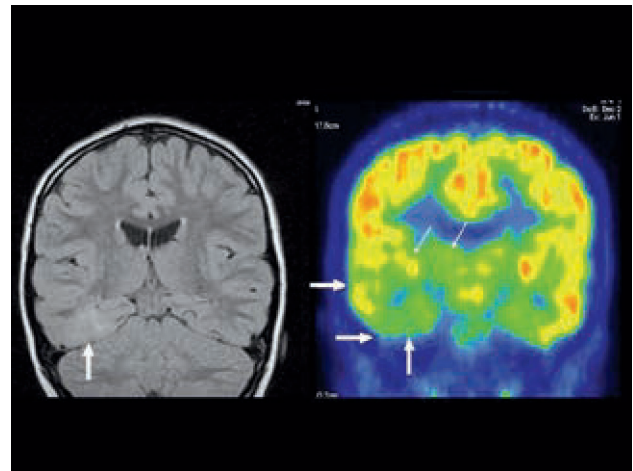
A la izquierda: RM secuencia FLAIR con alteración de la señal de la corteza en la base del lóbulo temporal derecho. A la derecha: PET F18-FDG en el mismo corte con hipometabolismo temporal mesial, basal y lateral, de mayor extensión que en la RM. También se observa menor contraste del tálamo y núcleos de la base derechos (flecha delgada).
